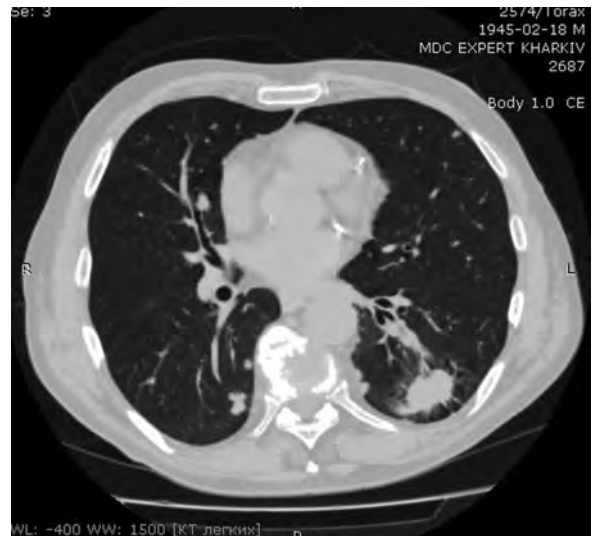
КТ ОГК: периферический рак левого лёгкого в виде узлового образования с лучистыми контурами.
